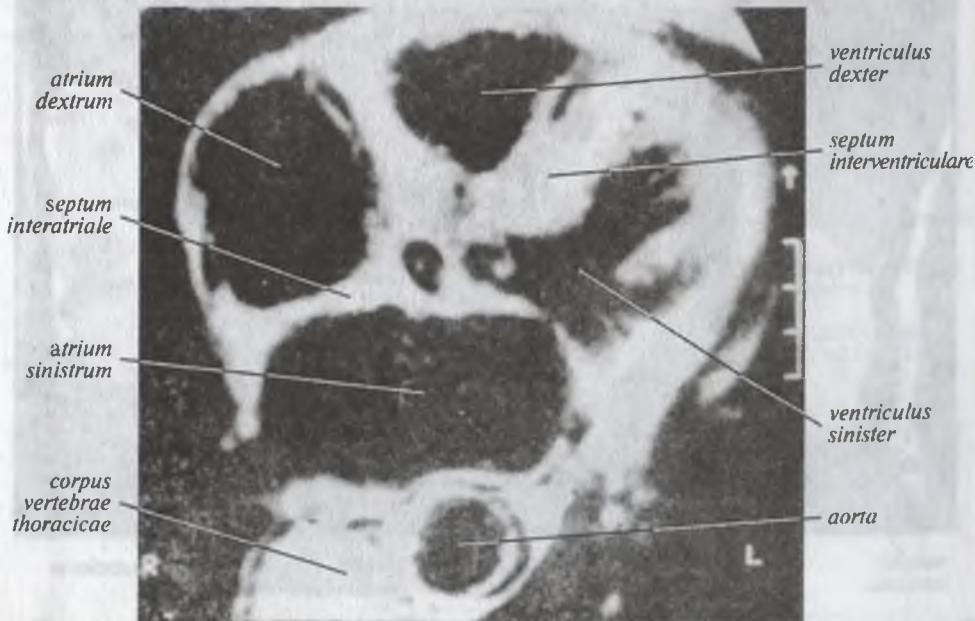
Магнитно-резонансная томограмма сердца (аксиальный срез)
